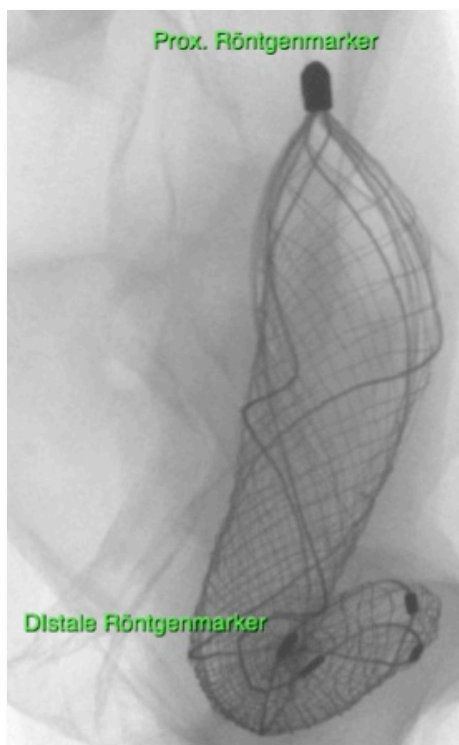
3-D Aufnahme im Mikro-CT mit Sicht von ventral auf das distale unvollständig entfaltete Stentende.
